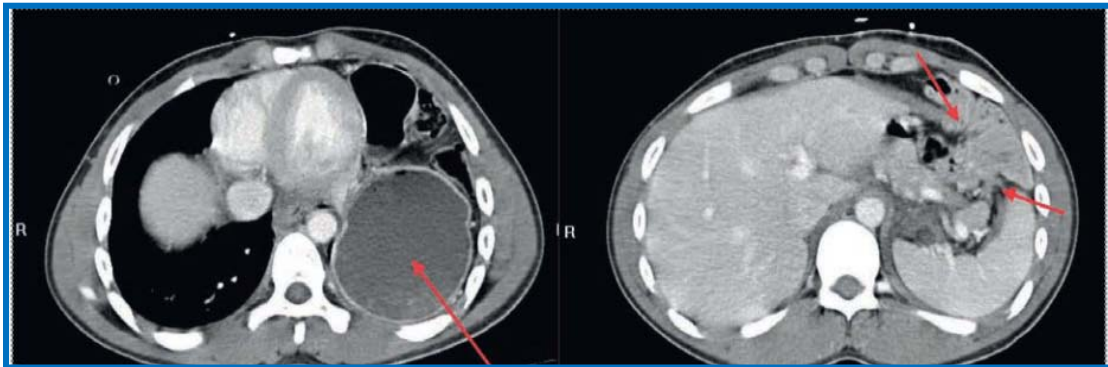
_Coupe axiale d'un TDM ; estomac ascensionné dans le thorax, rupture diaphragmatique de la coupole gauche.[91]
